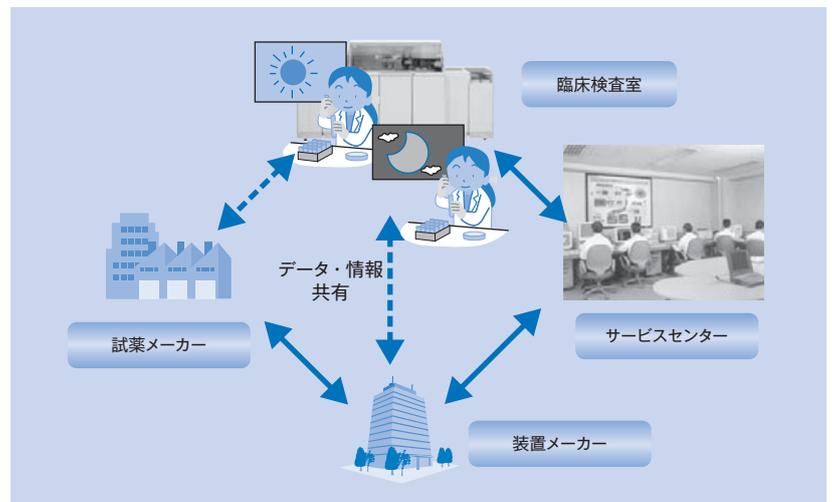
LABOSPECT NET（臨床検査トータルサポートシステム）の概要
